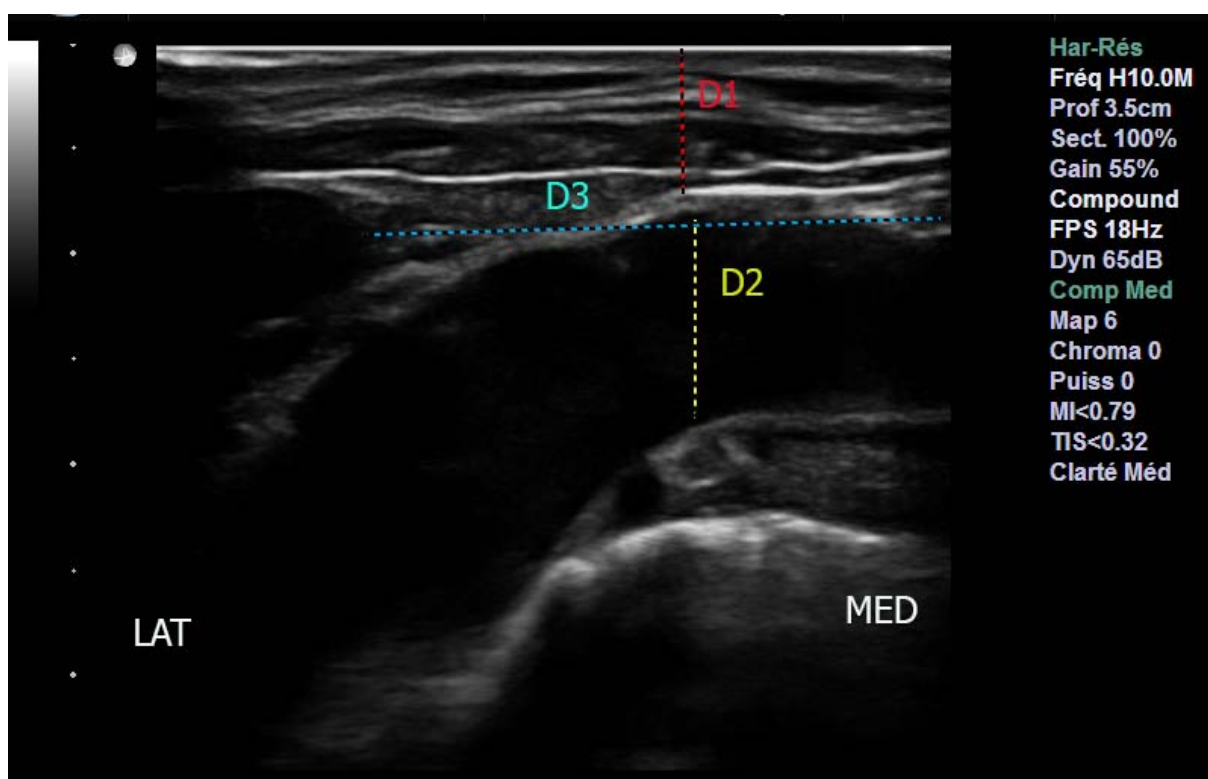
Image échographique de la veine sous clavière(VSC) par voie sus claviculaire montrant les paramètres échographiques mesurés : D1 : profondeur de la VSC par rapport à la peau (distance peau -veine), D2 : diamètre de la VSC, D3 : longueur ponctionnable
